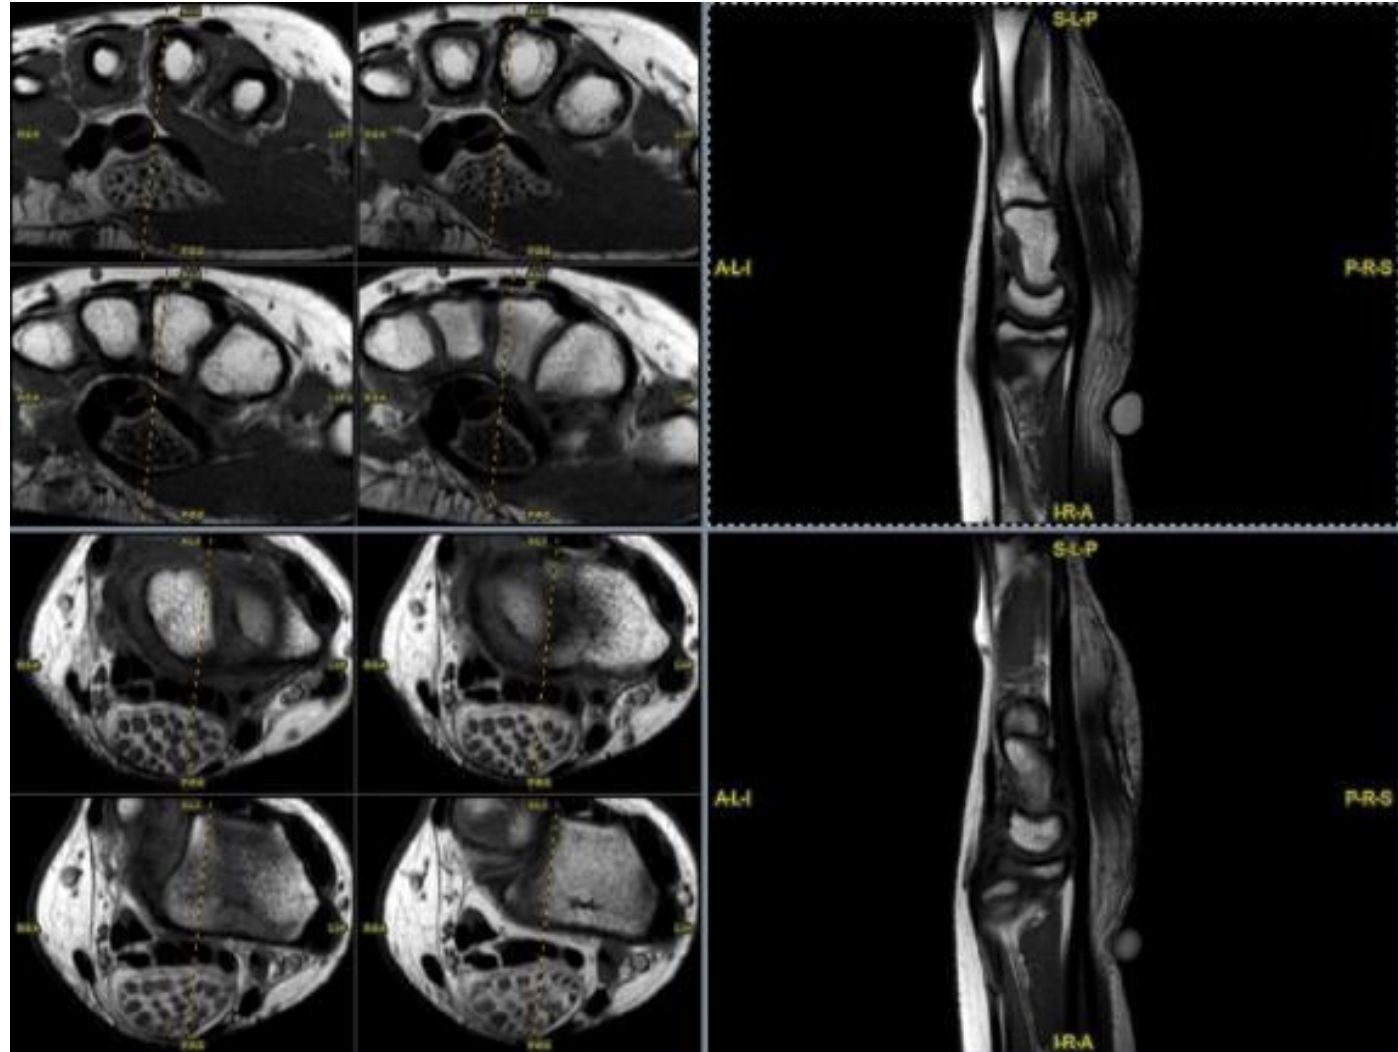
Cortes axial, coronal y sagital de resonancia magnética que muestran la imagen patognomónica de hamartoma fibrolipomatoso.
